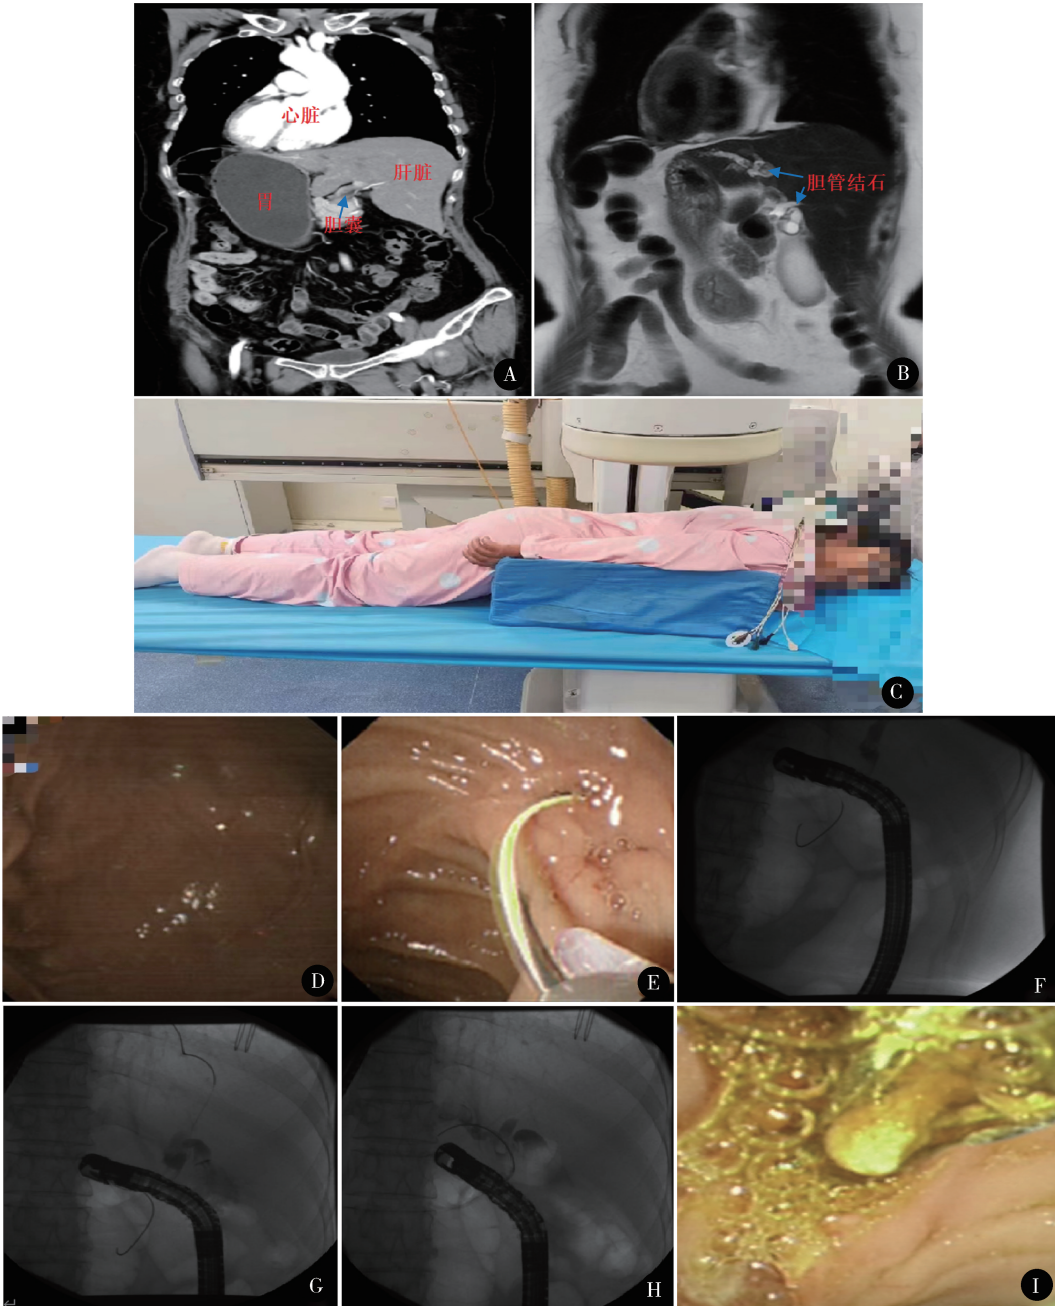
A. 增强 CT 示胸腹腔内全部内脏 180° 转位; B. 磁共振胆管造影示扩张的胆管和胆管结石; C. 行 ERCP 时所取的体位; D. 常规进镜至胃腔后见胃体位于视野左侧; E. 胆管开口方向位于 1 ~ 3 点钟; F. 导丝插管插入胰管; G. 使用双导丝技术成功插入胆管; H. 胆管造影可见扩张的胆管和胆管结石影; I. 术中正在被取出的结石
